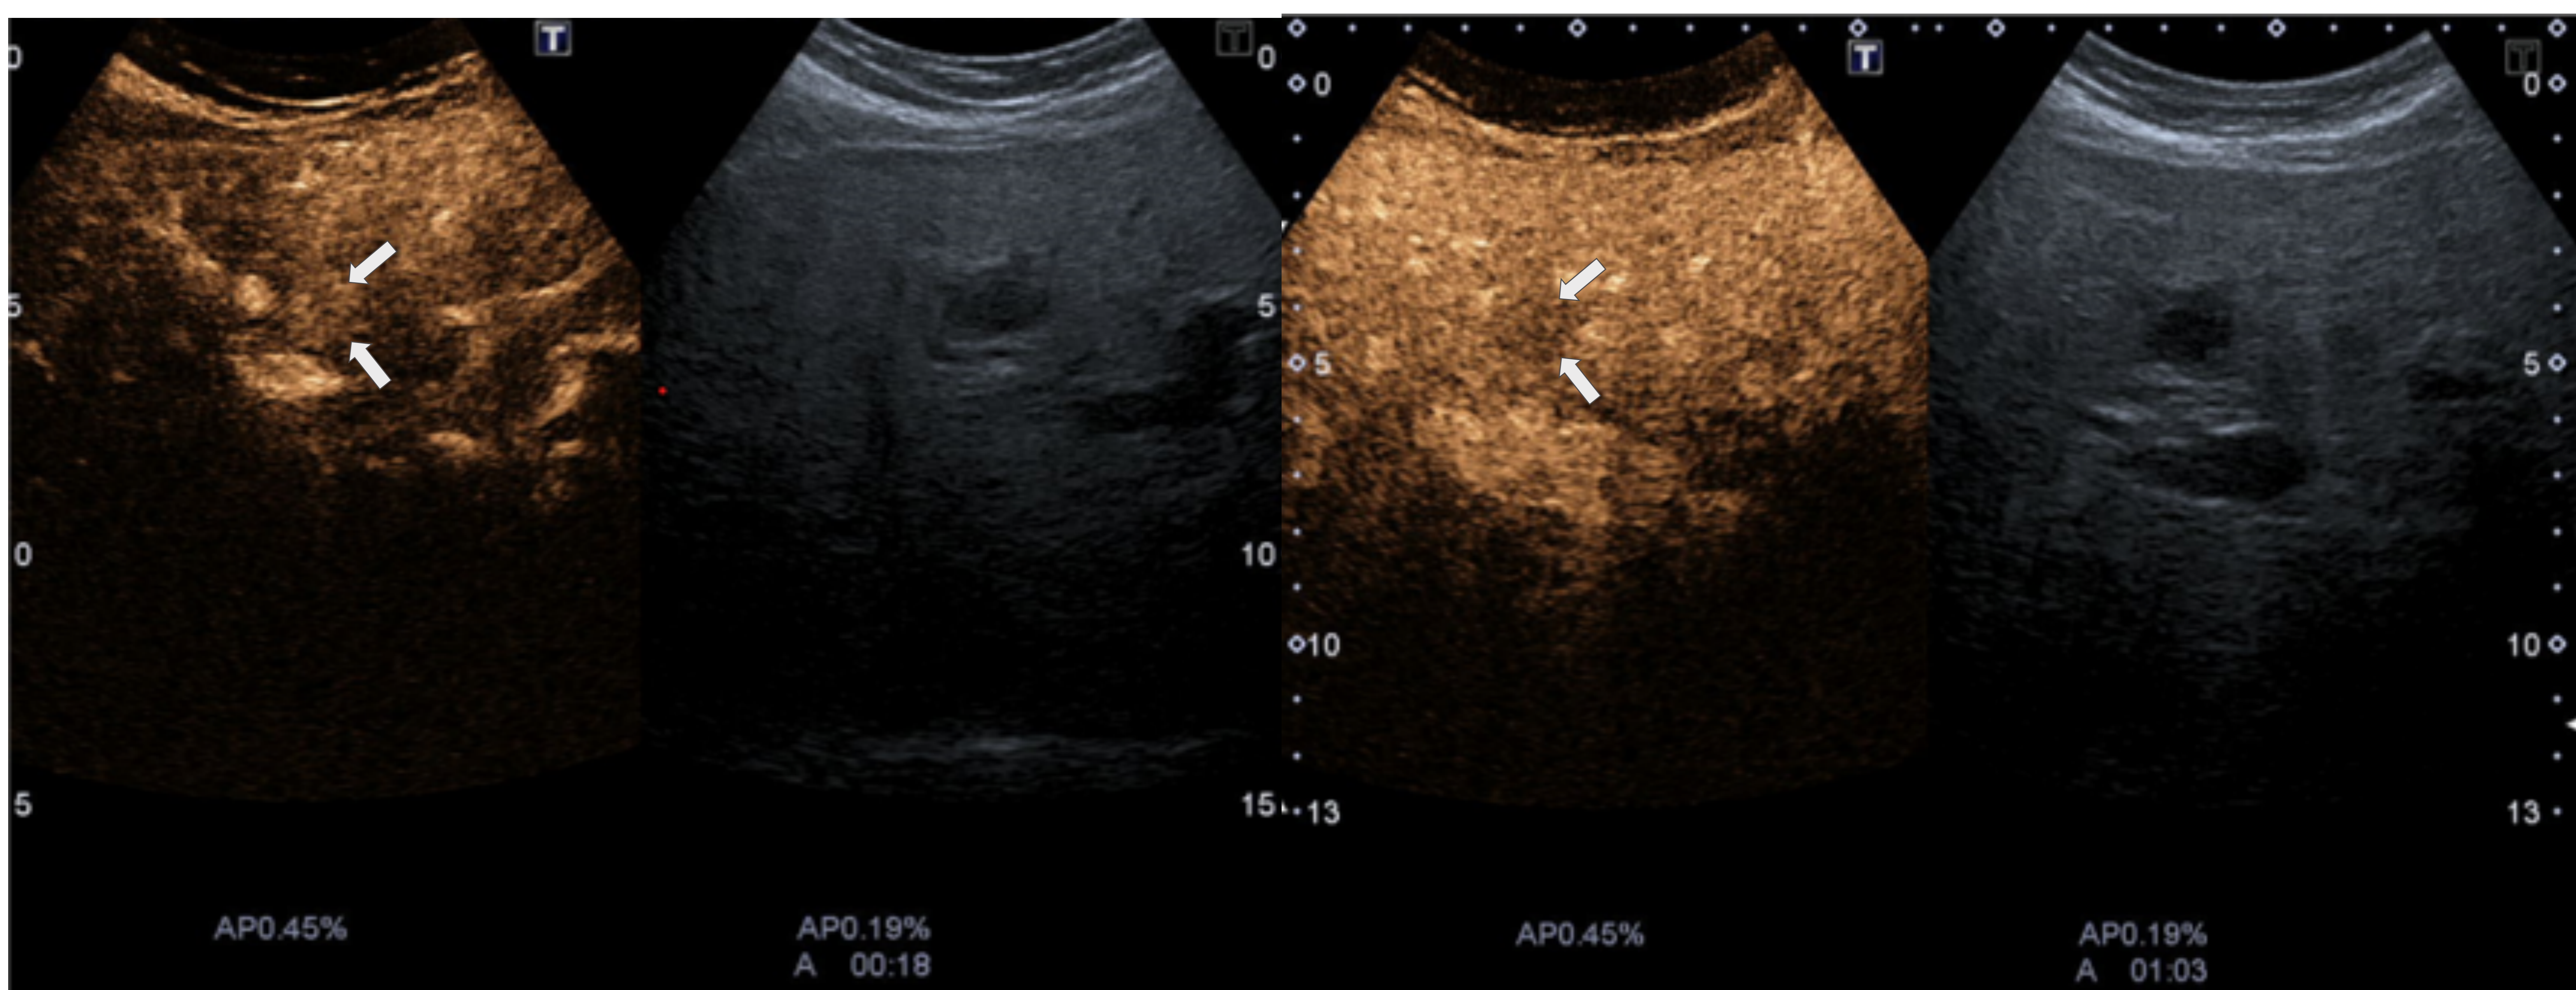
Parénquima hepático con nódulo hipoecoico redondeado de 23 mm en paciente cirrótico VHB. La categoría 3 recomienda completar estudio con otras técnicas. Se adjuntan imágenes posteriores del mismo paciente de ecografía con contraste (CEUS), con una captación precoz del hallazgo (00:18 s) y un lavado en fase tardía (1:03 s), comportamiento de hepatocarcinoma.
